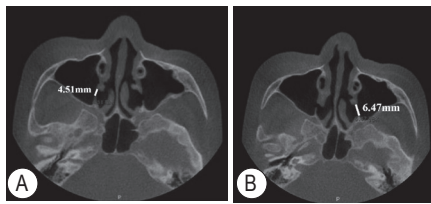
永久修复6年锥形束 CT 示: 患者双侧颌窦开口呈开放型 A: 患侧上颌窦口直径4.51 mm; B: 对侧上颌窦口直径6.47 mm
